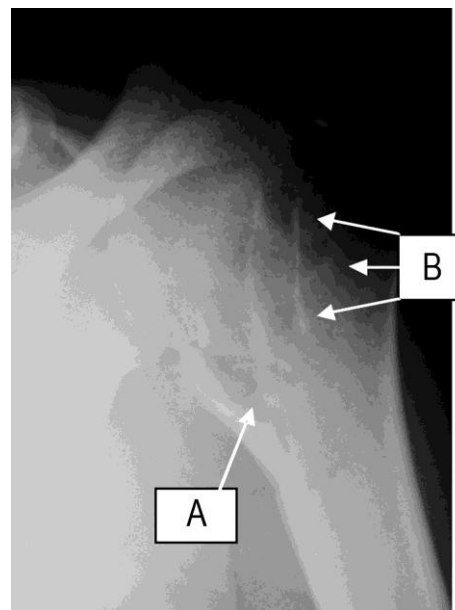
Рентгенограмма левого плечевого сустава больного X, 31 год: А – пристеночная остеотомия хирургической шейки плеча, В – остеоперфорация головки плеча по ходу межбугорковой борозды
